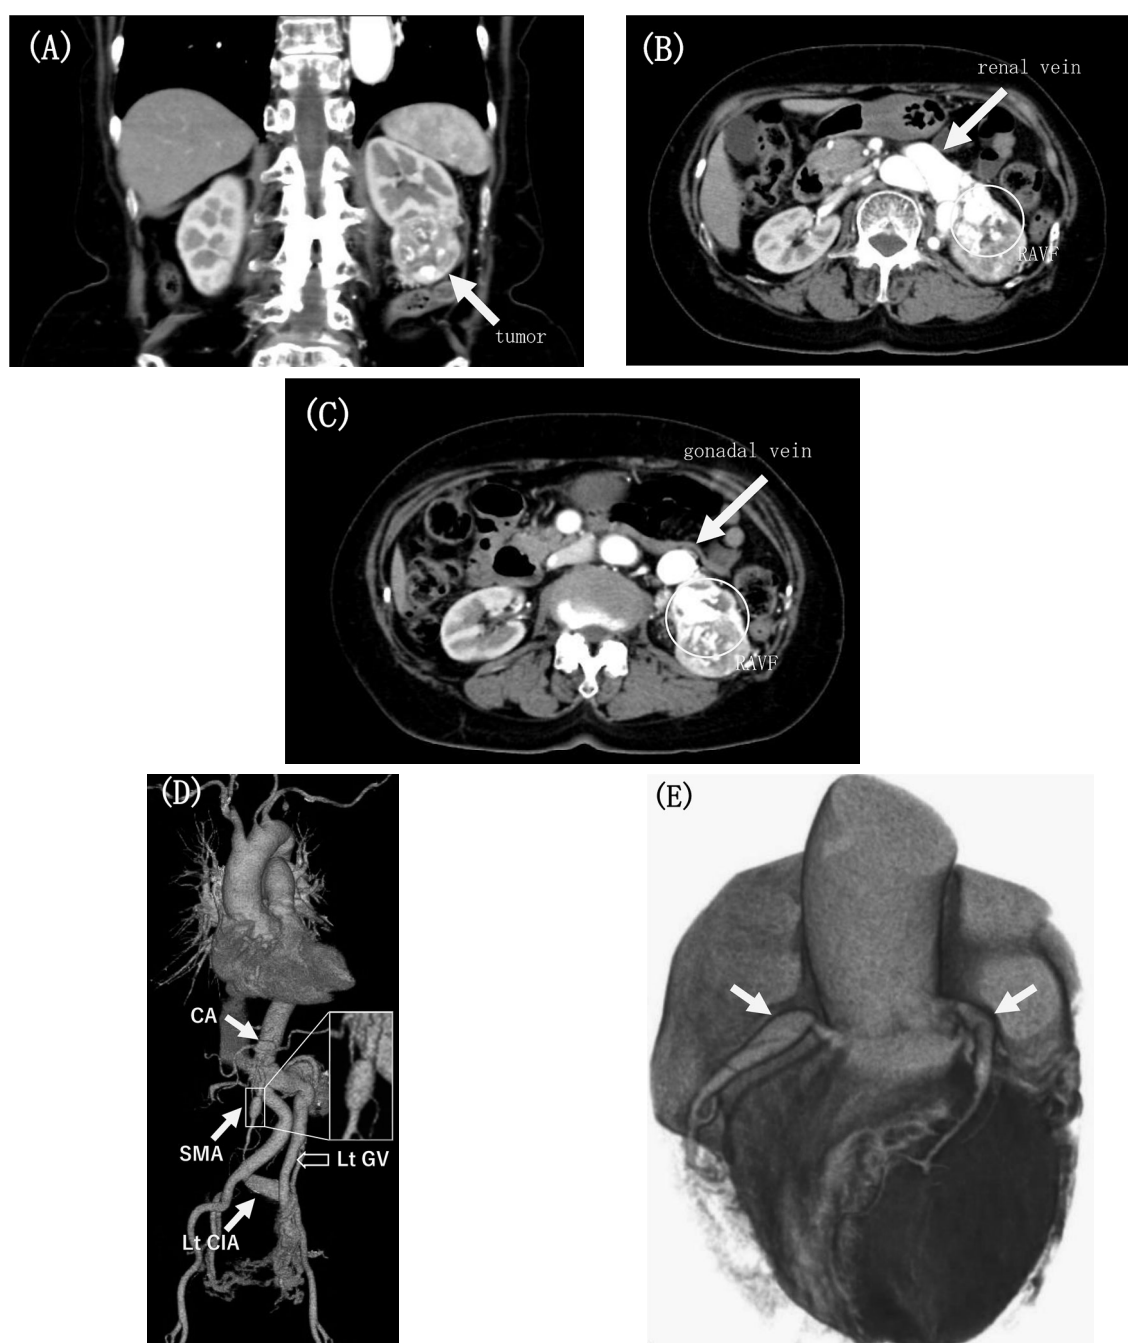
Contrast-enhanced CT showed a 5 cm tumor in the inferior pole of the left kidney (A). In addition, the left renal and gonadal veins were dilated and enhanced in an arterial phase (arrows) and cirroid-type renal arteriovenous fistula (circle) was suspected (B, C). Moreover, there were multiple focal arterial dilatations including coronary arteries (D, E). RAVF: renal arteriovenous fistula, CA: celiac artery, SMA: superior mesenteric artery, CIA: common iliac artery, GV: gonadal vein.
